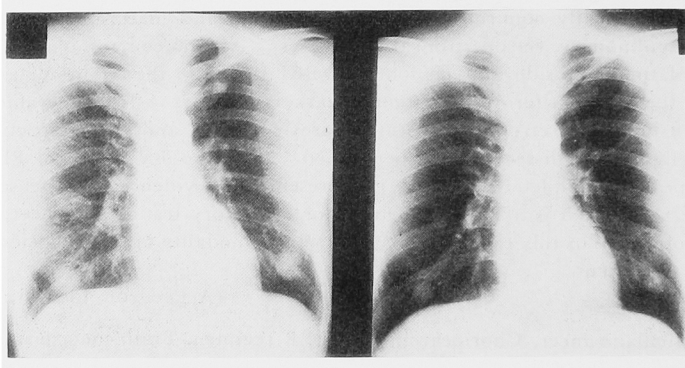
Chest X-ray film.
